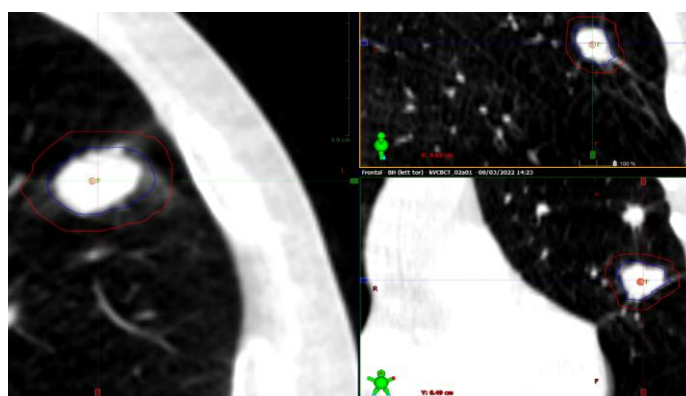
Lesione nel PTV nella CBCT 2
